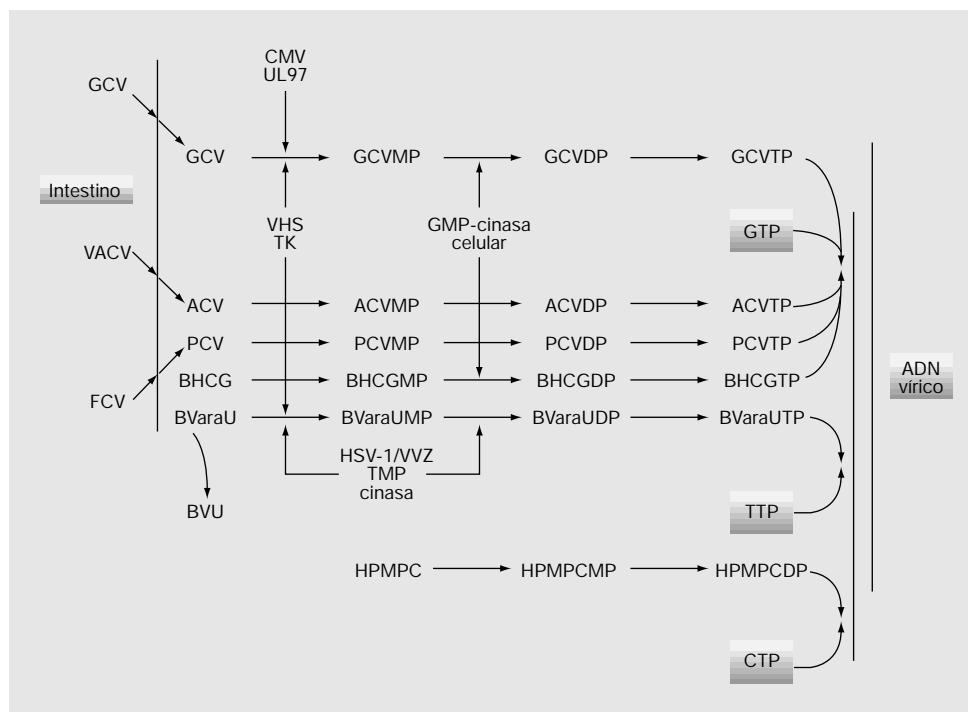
Mecanismos de acción de los fármacos antiviricos que inhiben la ADN-polimerasa vírica. Los nucleótidos trifosfatados (TP) y difosfatados (DP) se dirigen hacia las ADN-polimerasas. El citomegalovirus (CMV) no sintetiza timidilato-cinasa, sino que el gen *UL97* codifica un péptido de tipo proteín-cinasa capaz de monofosforilar el ganciclovir (GCV). El aciclovir (ACV), penciclovir (PCV), lobucavir (BHCG) y sorivudina (BVaraU) son activados por la timidín-cinasa (TK) específica del virus herpes simple (HSV). El cidofovir (HPMPC) es un nucleótido que no necesita la TK vírica. BVU: bromoviniluracilo; CTP: citidín-trifosfato; GTP: guanidín-trifosfato; TTP: timidín-trifosfato; VVZ: virus de la varicela zoster.
